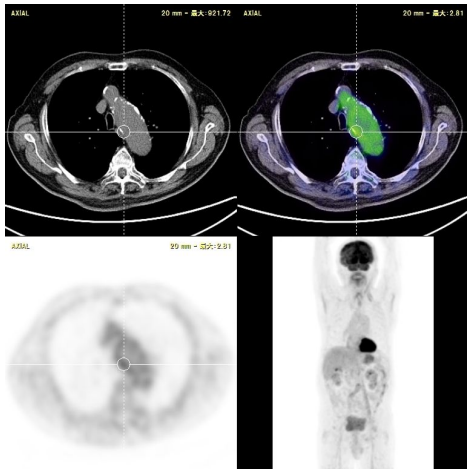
胸腹部大動脈瘤のPET所見（症例2；79歳男性）
